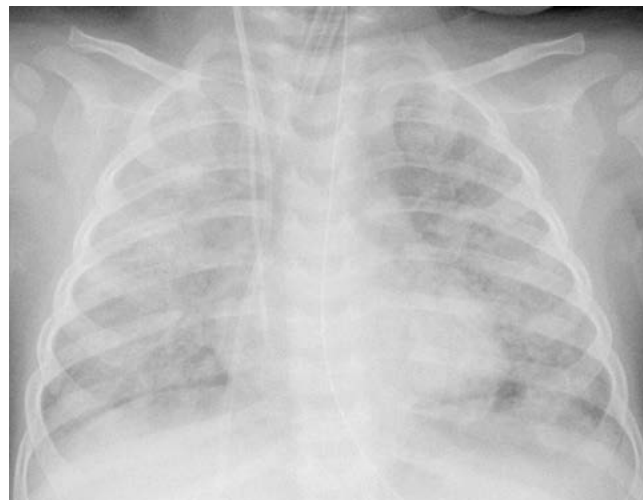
Рентгенография органов грудной клетки до начала экстракорпоральной мембранной оксигенации
